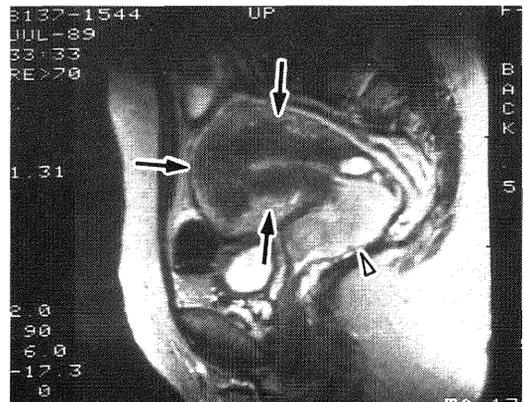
子宮腺筋症, MRI T2強調画像, 矢印: 腺筋症, 矢頭印: 子宮頸癌
